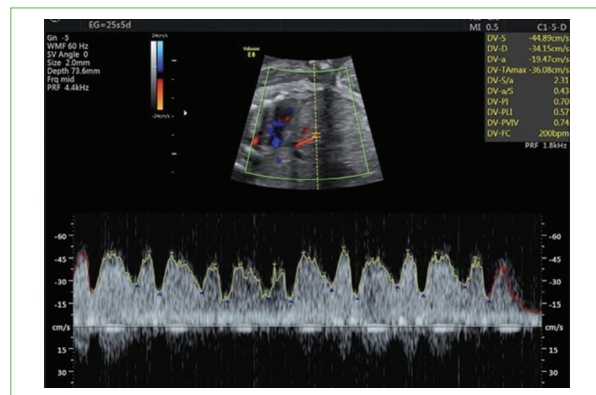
Control Doppler de conducto venoso al séptimo día tras el inicio de flecainida. Se observa normalización de las ondas características (S, D y A), lo que sugiere restauración de la función cardíaca, sin signos ecográficos de repercusión a este nivel.
